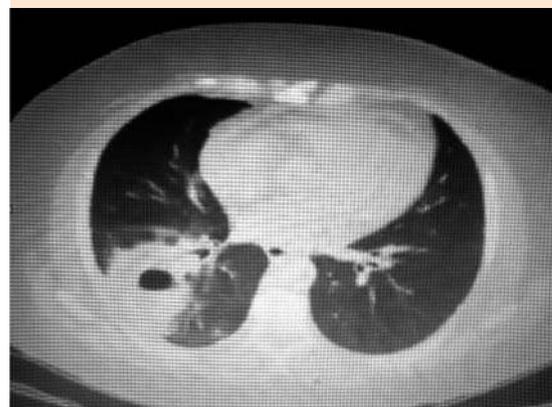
Tomografía computada simple de tórax.
